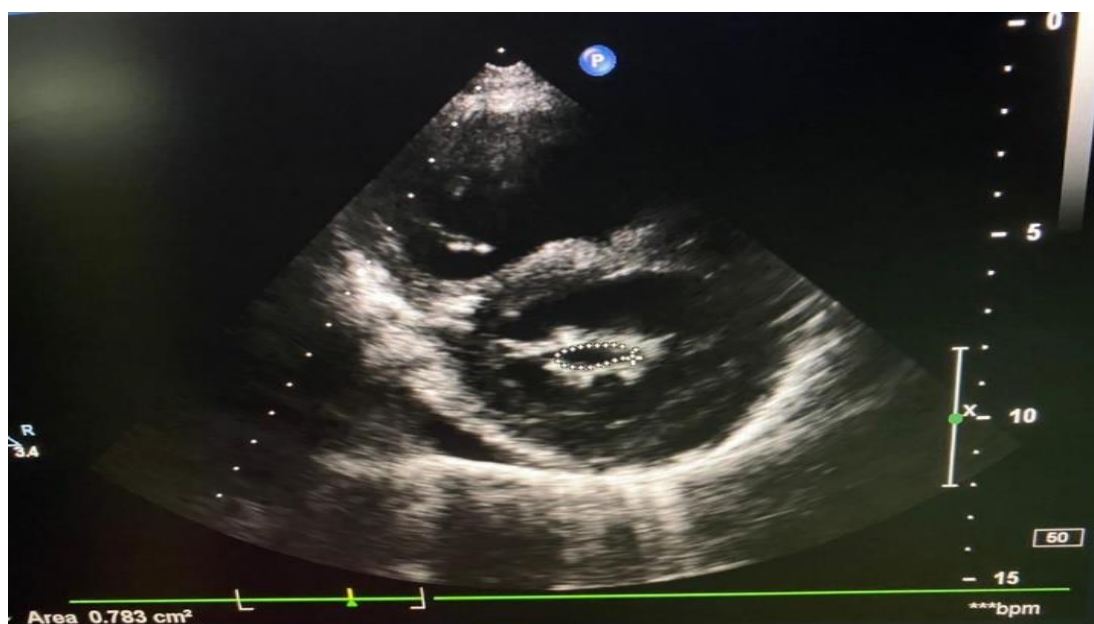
Vue parasternale petit axe centrée sur l'orifice d'ouverture mitrale.
